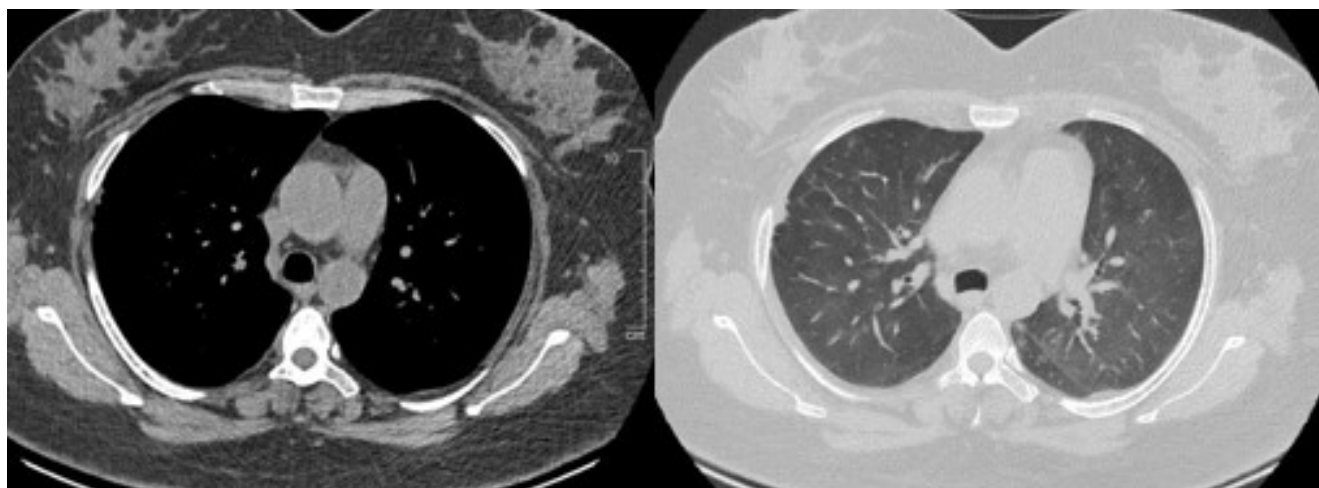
Tomografía de tórax post inicio de tratamiento, donde se evidencia la remisión de las lesiones vasculares (Figura 1), así como leve patrón en vidrio deslustrado bilateral.
